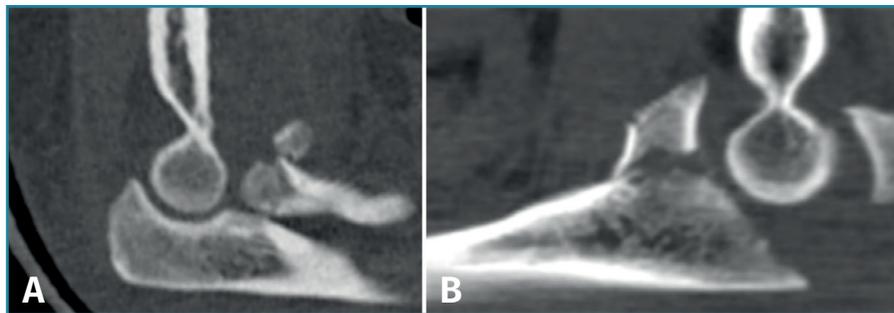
A: tomografía axial computarizada (TAC), corte sagital. Fractura desplazada de la cabeza del radio; B: TAC, corte sagital. Fractura de la apófisis coronoides del cúbito.
